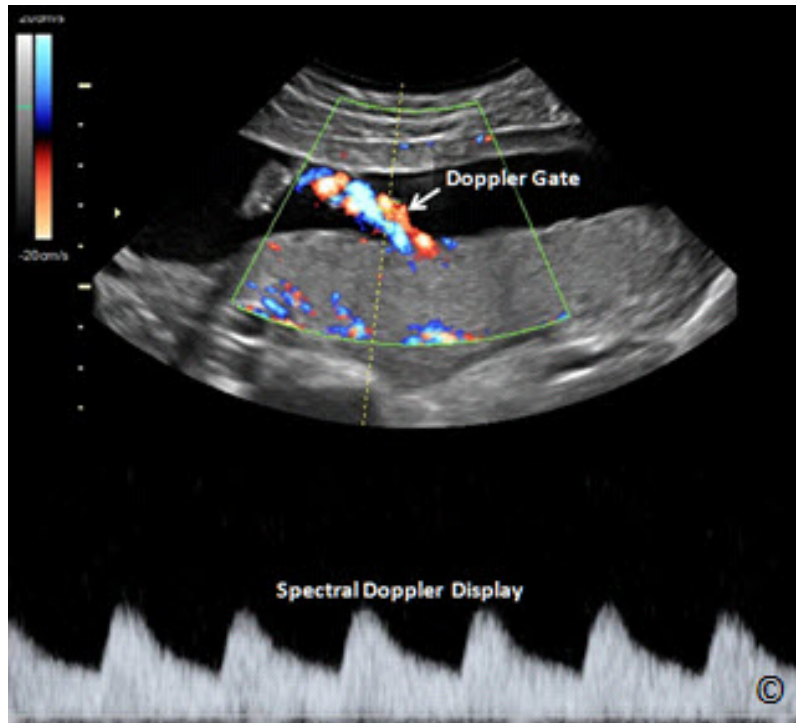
Doppler pulsado de la arteria umbilical. Obsérvese que la puerta Doppler se coloca dentro de la arteria umbilical como se ve en la parte superior de la imagen y la forma de onda Doppler espectral se muestra en la parte inferior de la imagen. El Doppler espectral se invierte para mostrar las formas de onda por encima de la línea.
